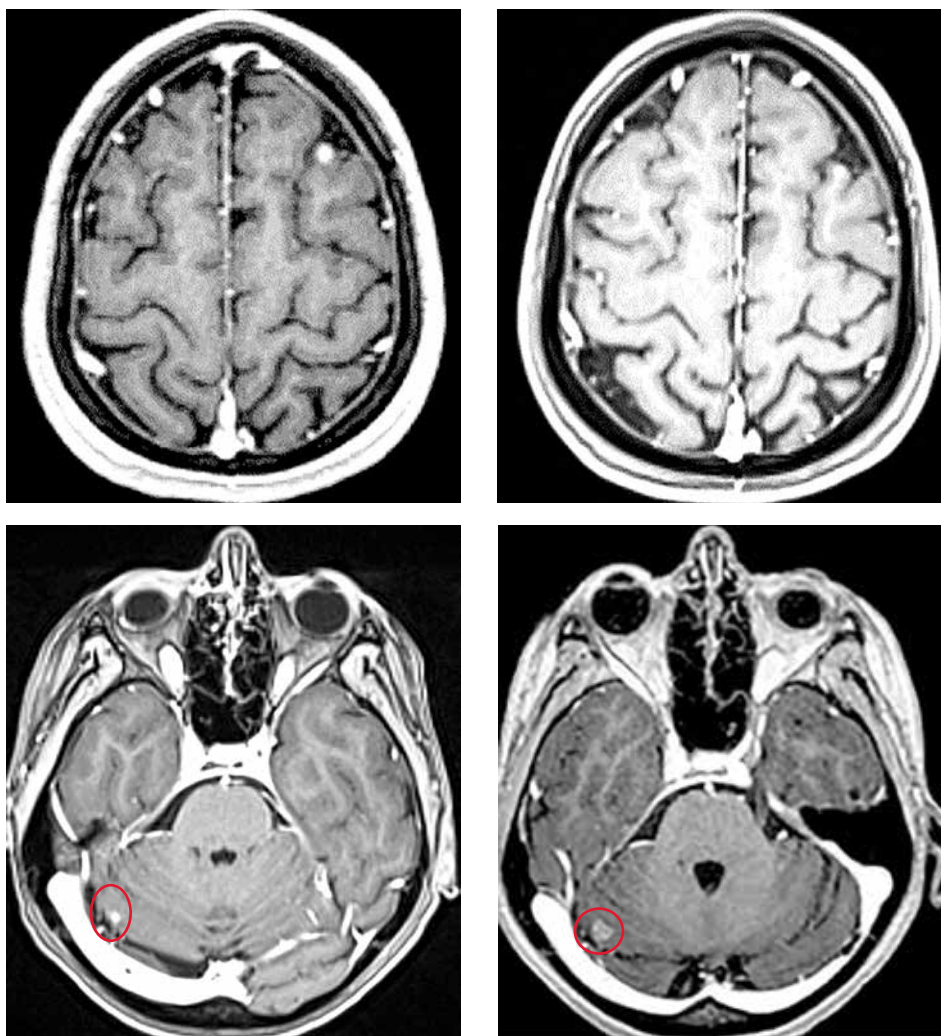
Магнитно-резонансная томография головного мозга от 12.10.2021. Увеличение метастазов в головном мозге (указаны кругами)
